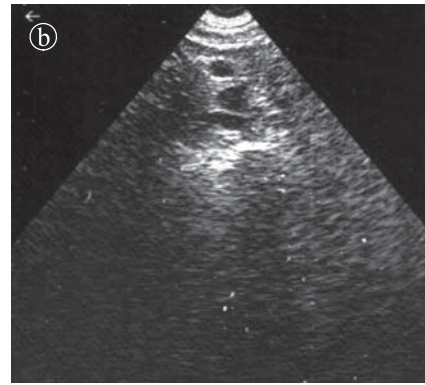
Ureterul pelvin dilatat la intersecția vaselor iliace. Semnul semaforului. Ecografie a) secțiune longitudinală. b) secțiune transversală.
